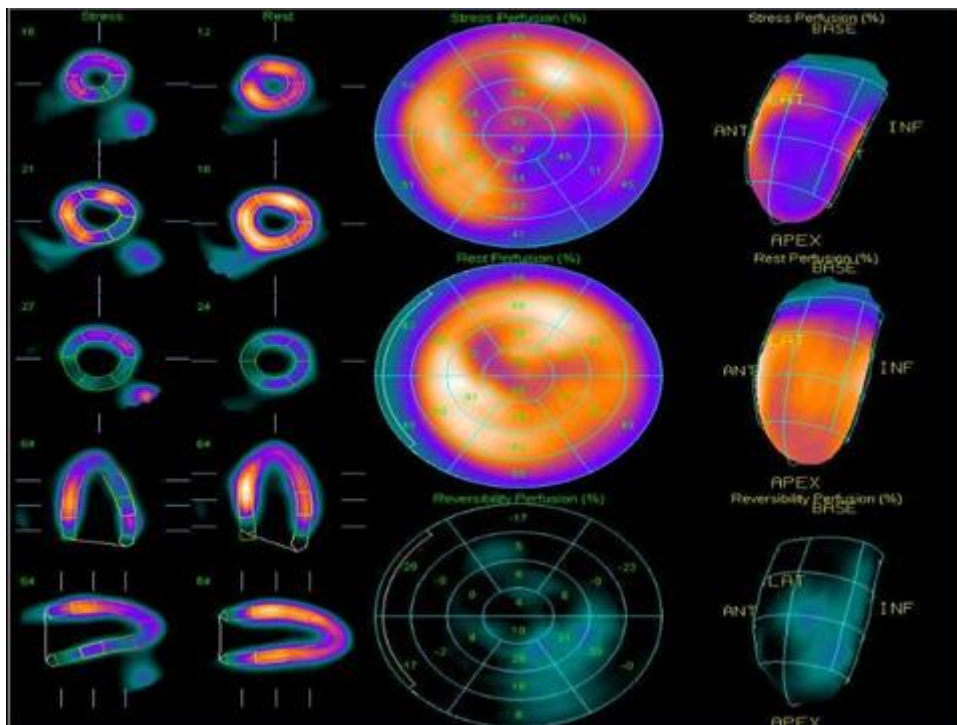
Сцинтиграфия пациента с БИМ
